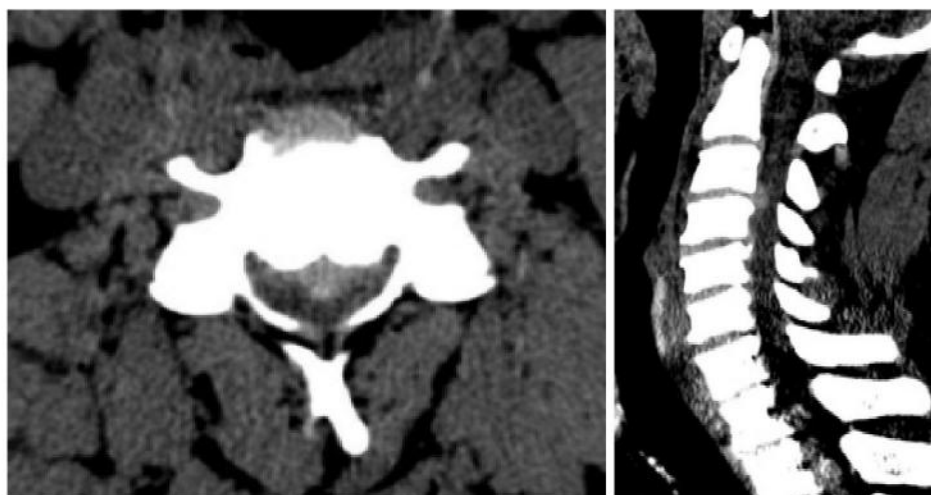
Больной В., 46 лет. На КТ в аксиальной и сагиттальной проекциях в сегменте C_3 - C_4 определяется задняя центральная грыжа диска C_3 - C_4 , вызывающая стеноз позвоночного канала и сдавление дурального мешка
